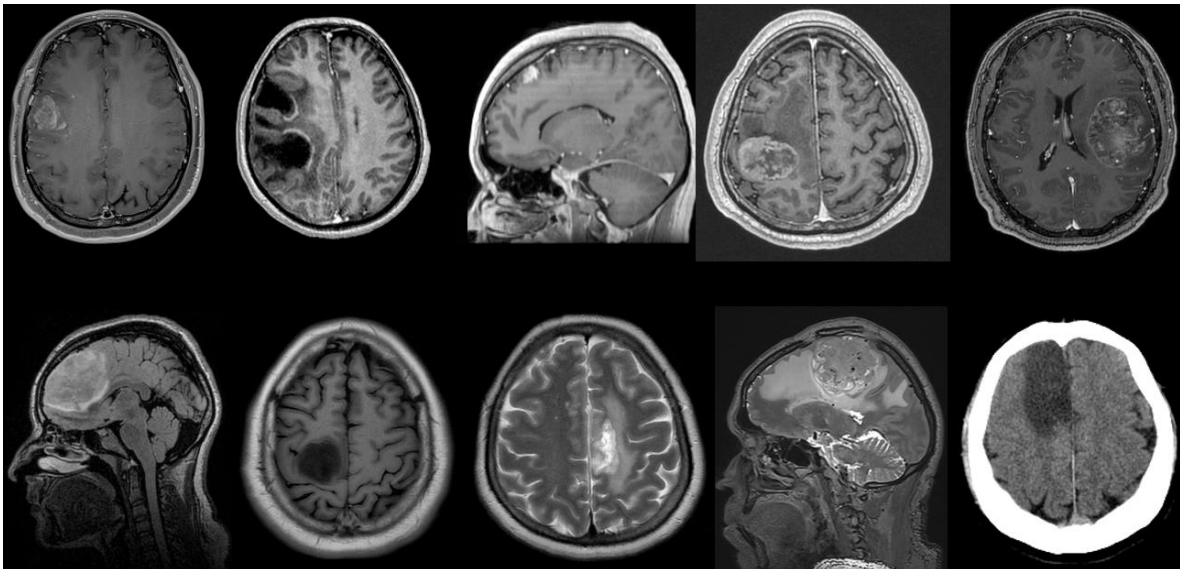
Imágenes de resonancia magnética y de tomografía de los 10 pacientes con tumor.
